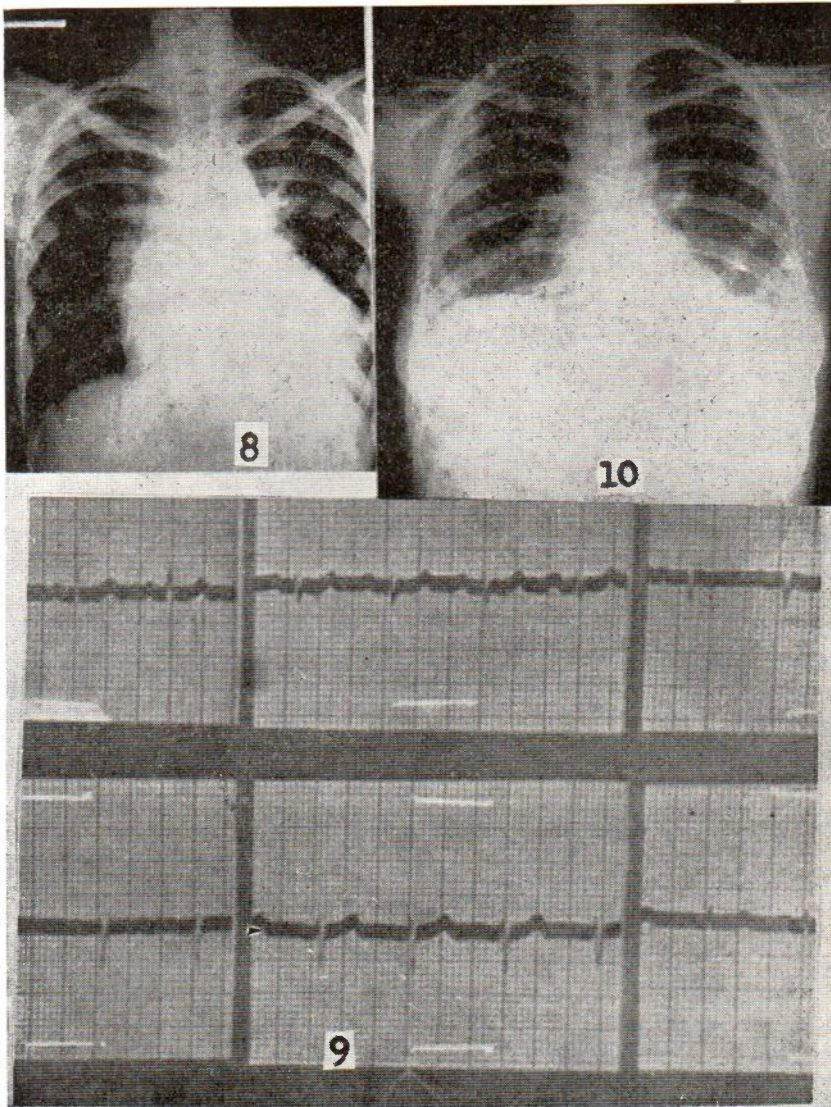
Teleradiografía de Tórax del caso Nº 3. Nº de Reg. 40744.
